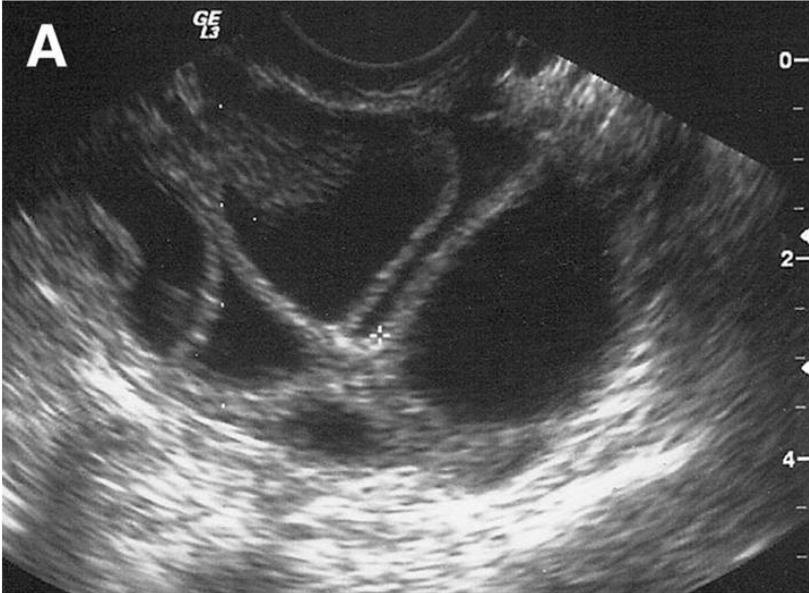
Folículos ováricos, estimulados por fármacos para la ovulación, vistos en una ecografía. Las zonas oscuras y circulares son los folículos.
